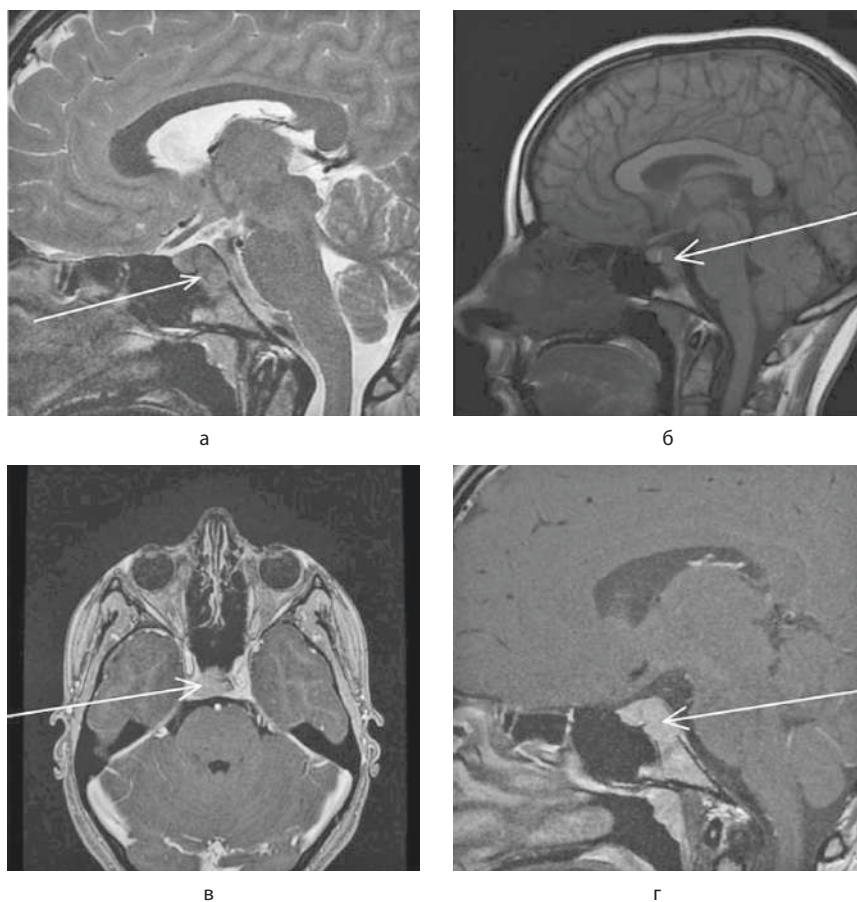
МРТ головного мозга
